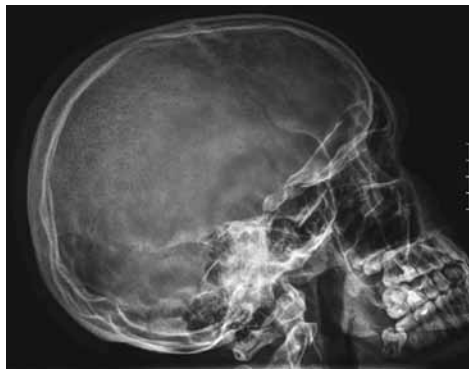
Рентгенограмма черепа в боковой проекции: остеолитические очаги вдоль лобной и височной костей, а также область остеолитических изменений, охватывающая большую часть ламбдовидного шва
